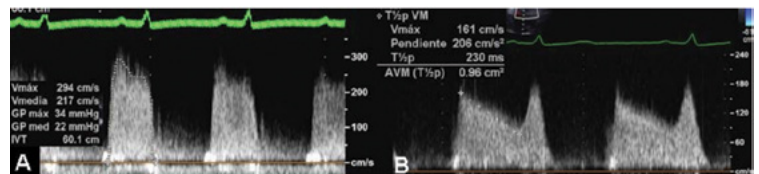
Registro de velocidad Doppler de onda continua de una válvula mitral estenótica en dos pacientes con valvulopatía reumática y en ritmo sinusal. FIG. 5A: Trazando sobre él se obtienen los gradientes y la ITV necesarios para valorar la severidad de la estenosis. FIG. 5B: Cálculo del tiempo de hemipresión a partir del espectro Doppler de onda continua.
